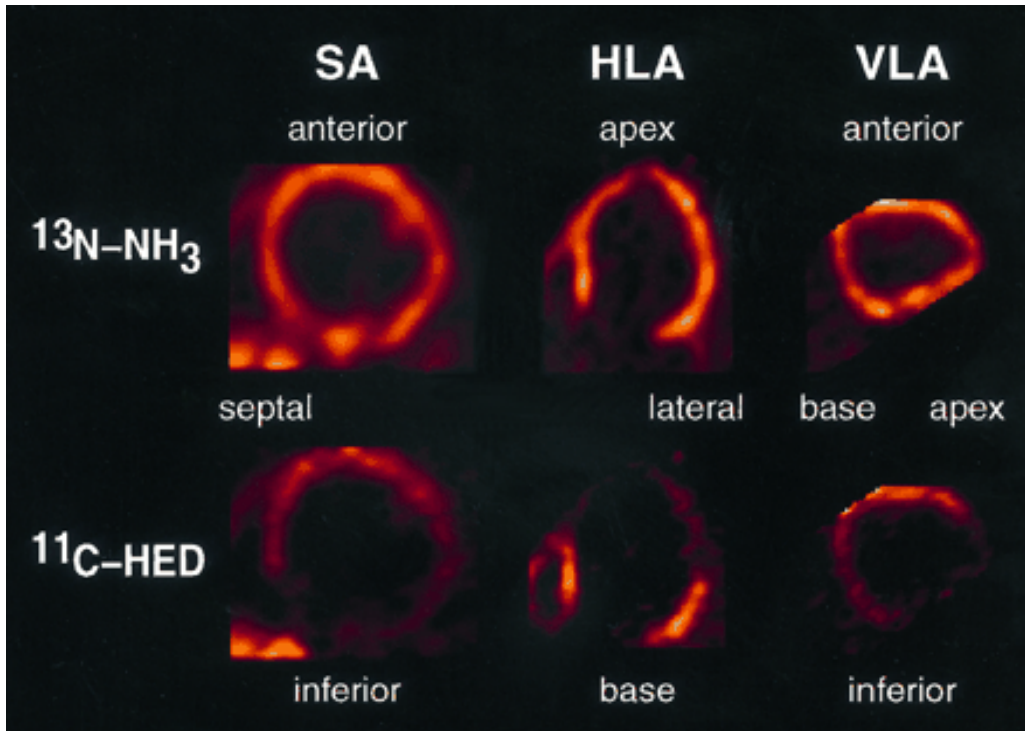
Typisches Perfusions- und HED-Retentions PET- Scan eines Patienten mit terminaler dilatativer Kardiomyopathie. Oben: Retention von  $^{13}\text{N}$ -Ammoniak. Unten: Retention von HED. Von links nach rechts: kurze Achse (SA) horizontale lange Achse (HLA) und die vertikale lange Achse (VLA). In den lateralen und inferoapikalen Wandabschnitten des linken Ventrikels war die HED-Retention stark abgeschwächt. Das Ammoniak-PET ergab hingegen nahezu normale Perfusionsverhältnisse in allen Bereichen.
